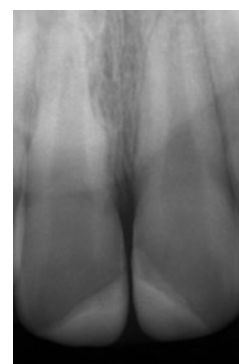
Radiografia periapical dos dentes 11 e 21 vinte e quatro meses após traumatismo.
